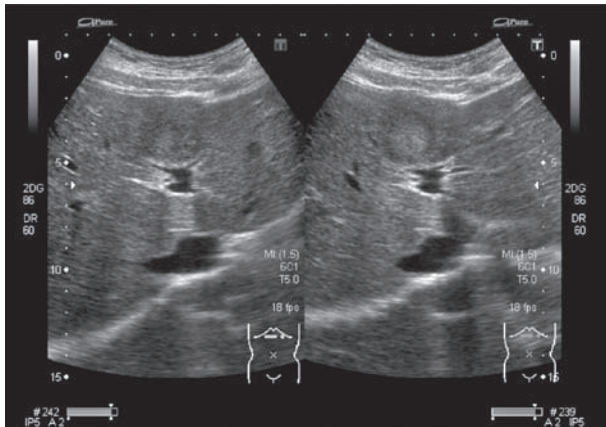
abdominal ultrasound (B mode)
